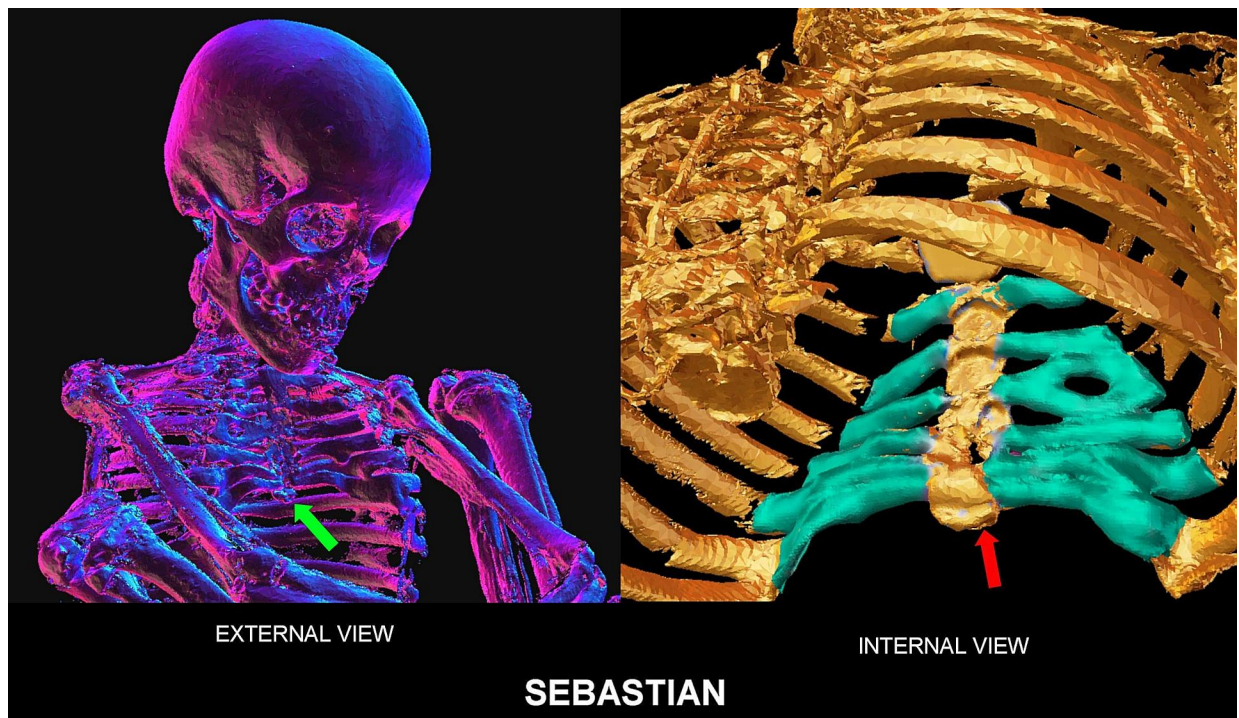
Tomografía computarizada en 3D de la caja torácica que destaca los cartílagos costales robustos, orientados horizontalmente y deformados, con una deformidad en forma de U que causa pectus excavatum. Las flechas apuntan al xifisternum.
